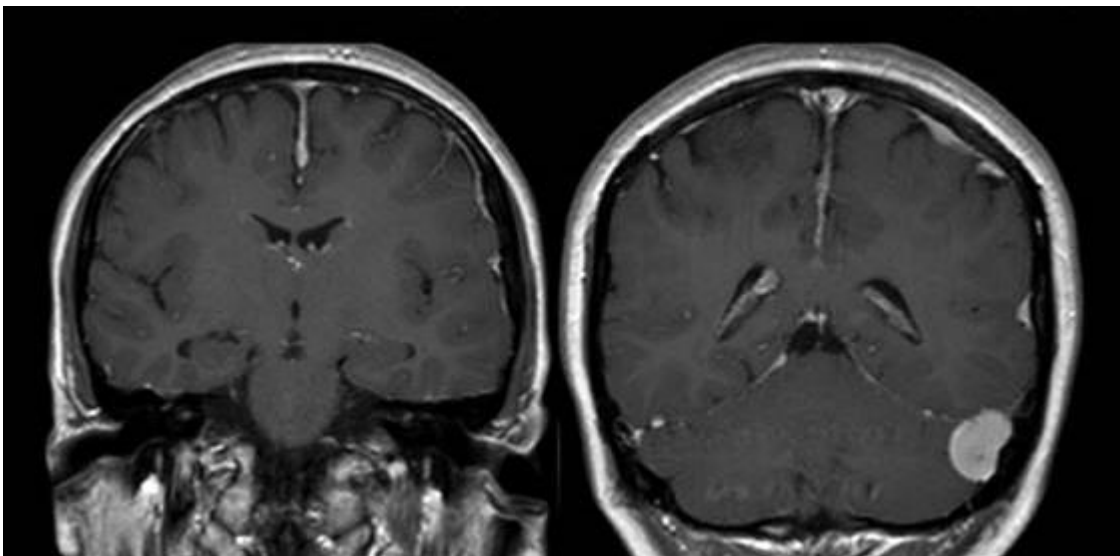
RM corte coronal. Demuestra masa tumoral extraxial. Se utilizó gadolinio como medio de contraste.
